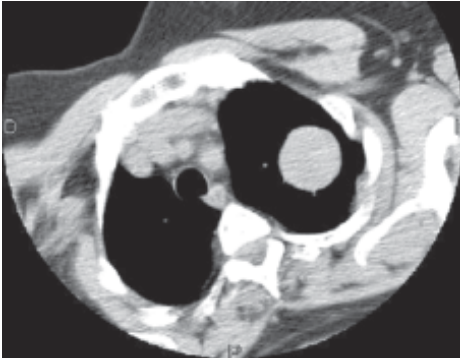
Imagen de TAC donde se aprecia tumor de contornos precisos y localización intrapulmonar. Diagnóstico definitivo: tumor fibroso pleural.
